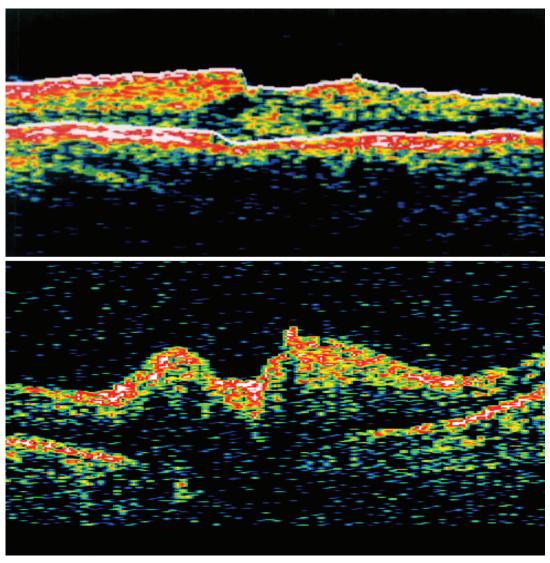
Оптическая когерентная томография сетчатки макулярной зоны и диска зрительного нерва на третьи сутки после транспупиллярной термотерапии. Центральная ямка не выражена, сетчатка в макулярной зоне отечна, интраретинальное скопление жидкости преимущественно в наружных слоях. Диаметр кисты значительно уменьшился. Толщина сетчатки в центре 388 мкм, парамакулярно до 512 мкм. На секторальной кодированной цветной карте отражена толщина сетчатки макулярной зоны диаметрами 1,00, 2,22 и 3, 45 мм от fovea. На числовой карте в каждом секторе даны средние значения толщины сетчатки. Отек головки зрительного нерва значительно уменьшился, высота проминенции составляет 90–110 мкм.
